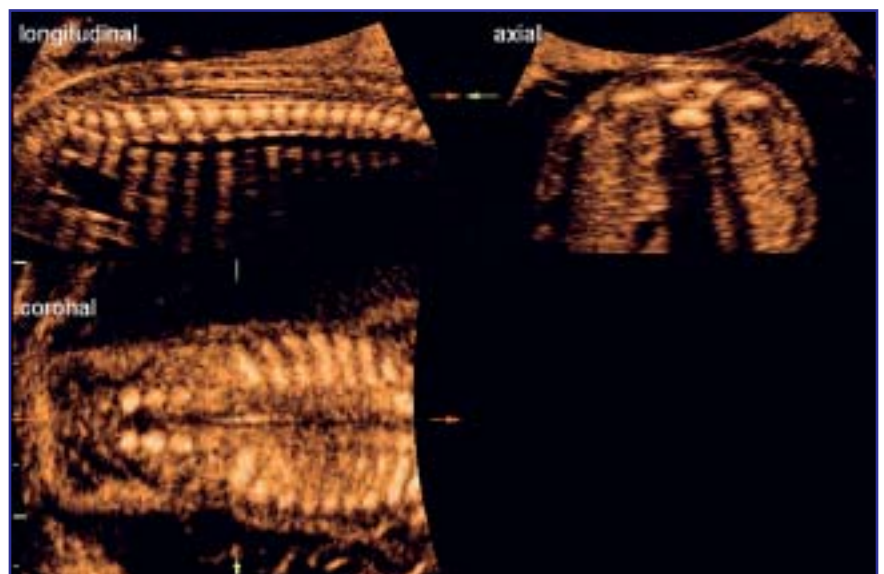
Sonografische Erscheinung der normalen fetalen Wirbelsäulen-anatomie. Gegenüberstellung von Längs-, Quer- und Koronalschnitt.
